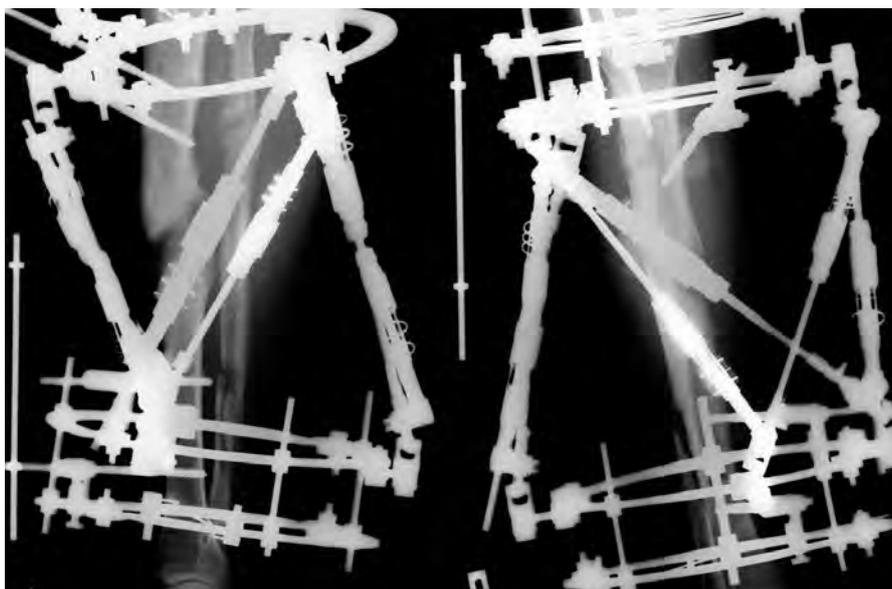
Рентгенограммы правой голени пациента Б. после исправления деформации, согласно расчётам программы Орто-СУВ.
